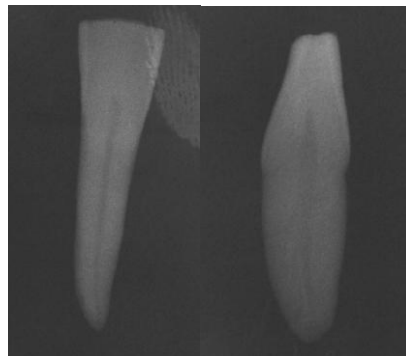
Radiografía Gemela.
